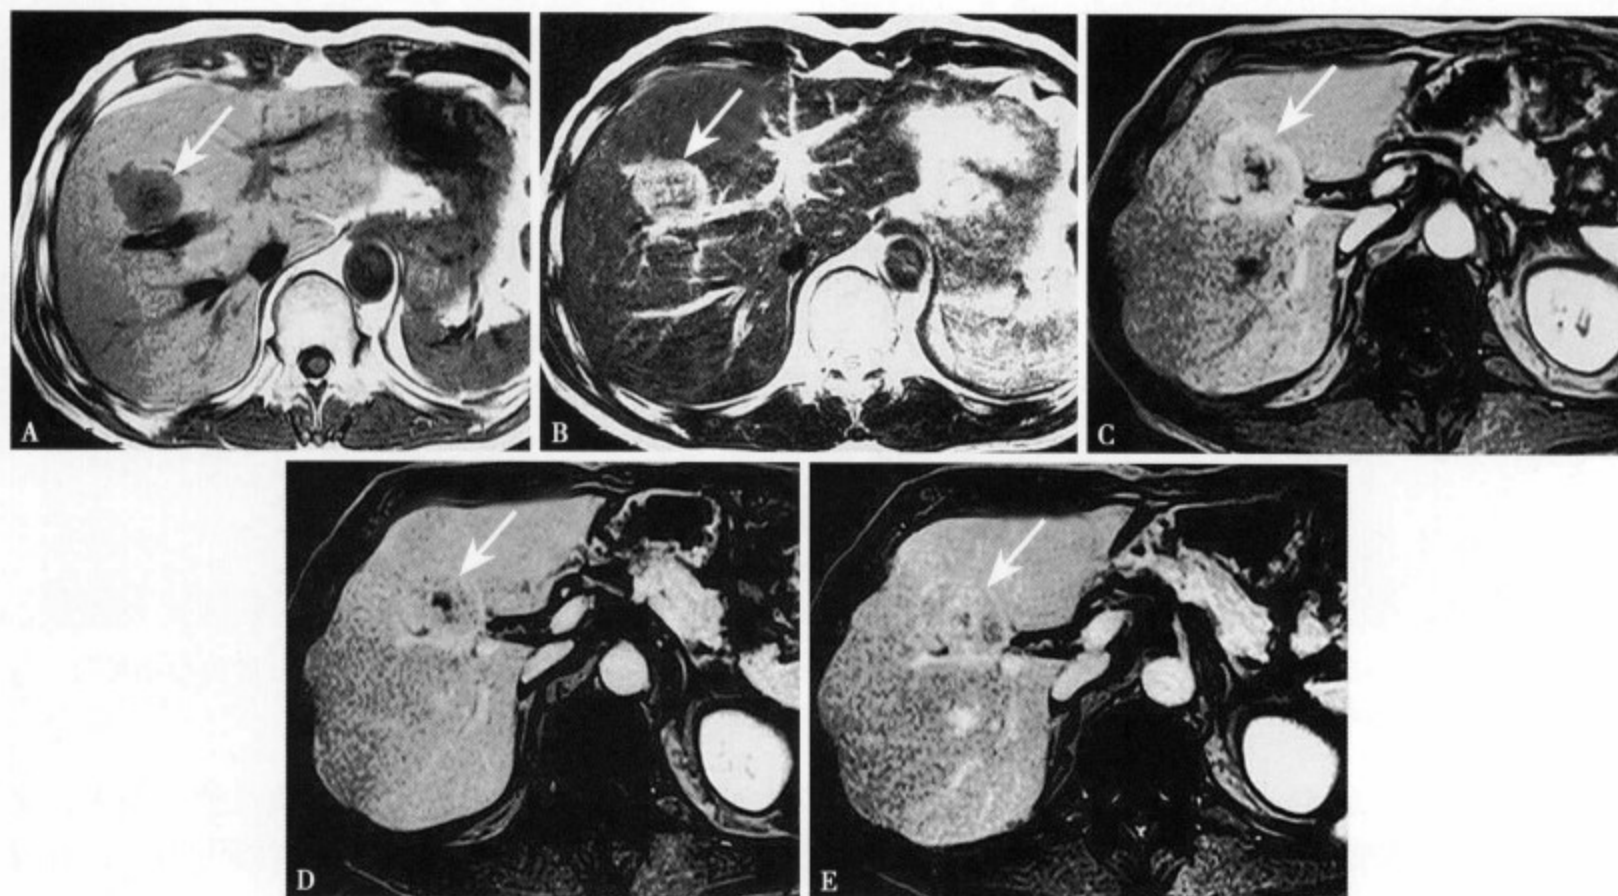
原发性肝类癌的MRI表现。T₁WI (A) 肿瘤呈低信号边缘比较清楚，中心可见更低信号区；T₂WI (B) 肿瘤边界清楚，周边部呈高信号，而中心呈不规则低信号；增强MRI动脉期 (C) 肿瘤边界尚清，周边部可见中度以上强化，中心区可见不规则形无强化的低信号区；静脉期 (D) 肿瘤边缘不清，周边部仅见轻度强化，而中心仍可见不规则形无强化区，但范围较动脉期明显缩小；平衡期 (E) 肿瘤完全不清，周边部呈等或低信号，而中心呈相对高信号，原中心无强化的低信号区几乎消失，呈明显的中心延迟强化
